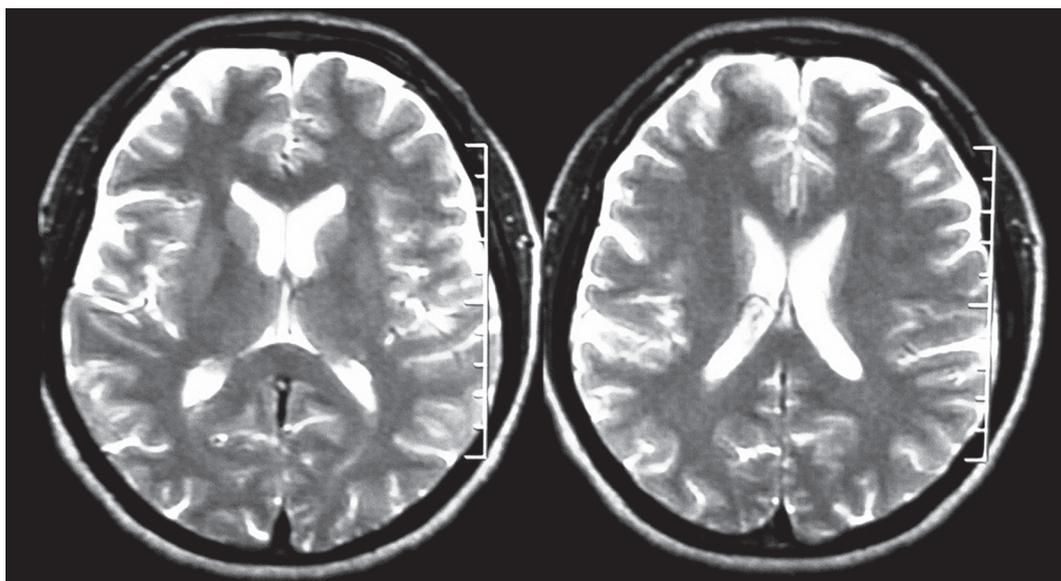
МР-томограмма головного мозга. T2-взвешенное изображение. Очагов патологического сигнала в веществе головного мозга не обнаружено.
